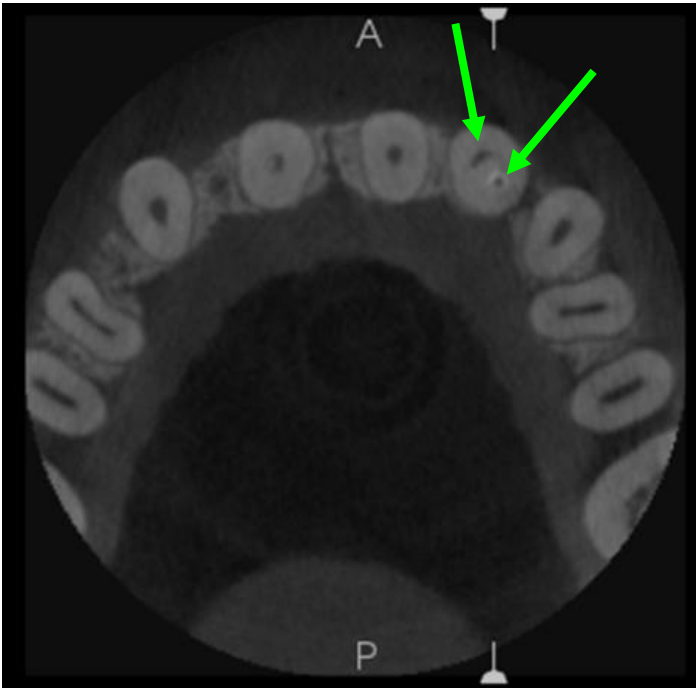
(Tomografía computarizada Cone Beam en un corte transversal).
